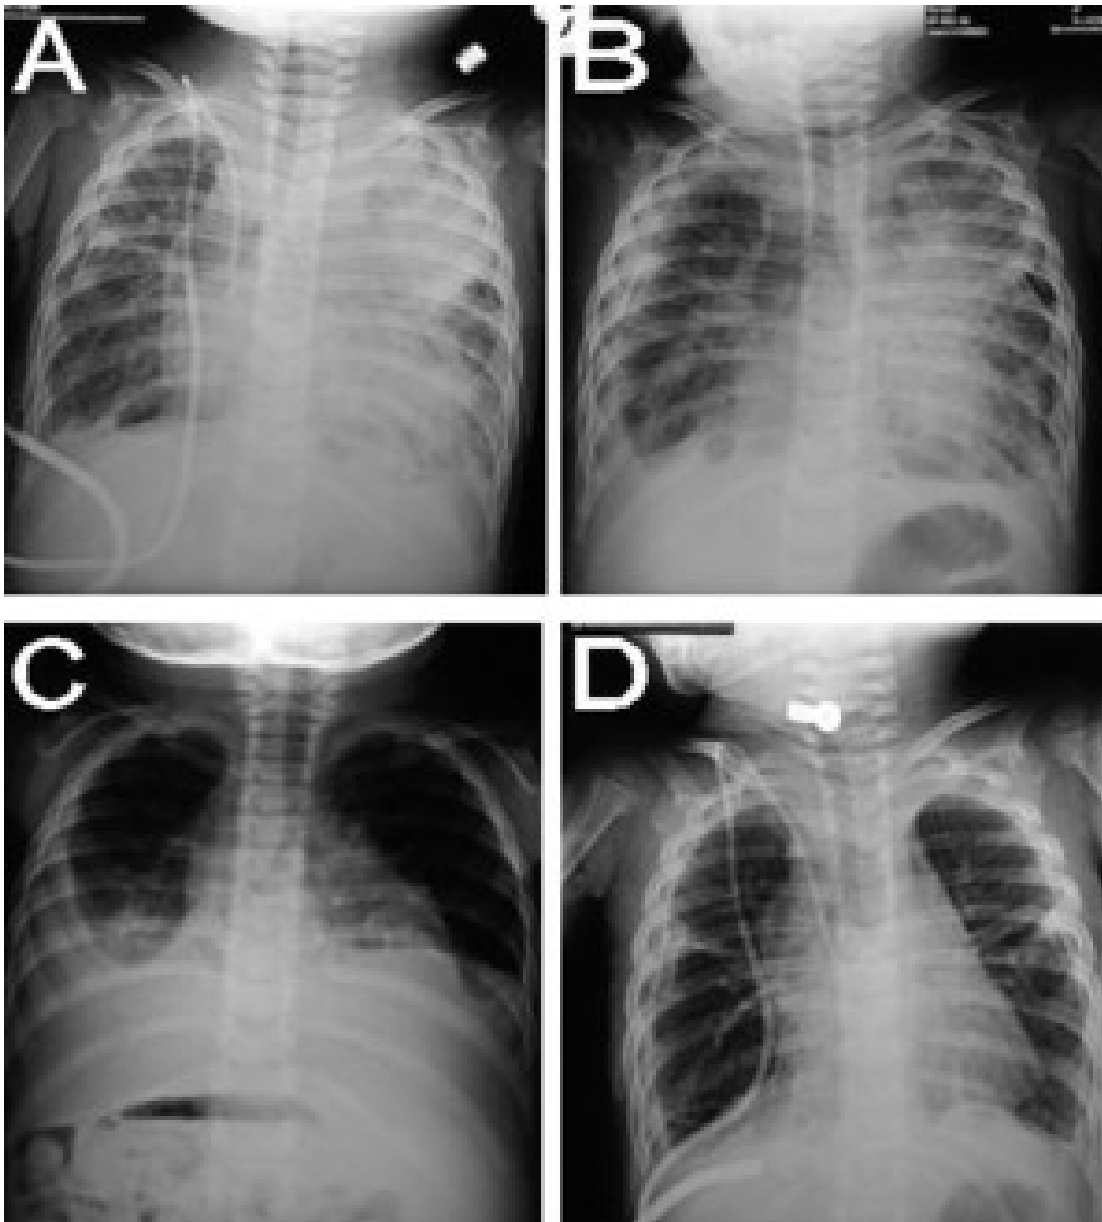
Röntgenthoraxaufnahmen bei PL.
